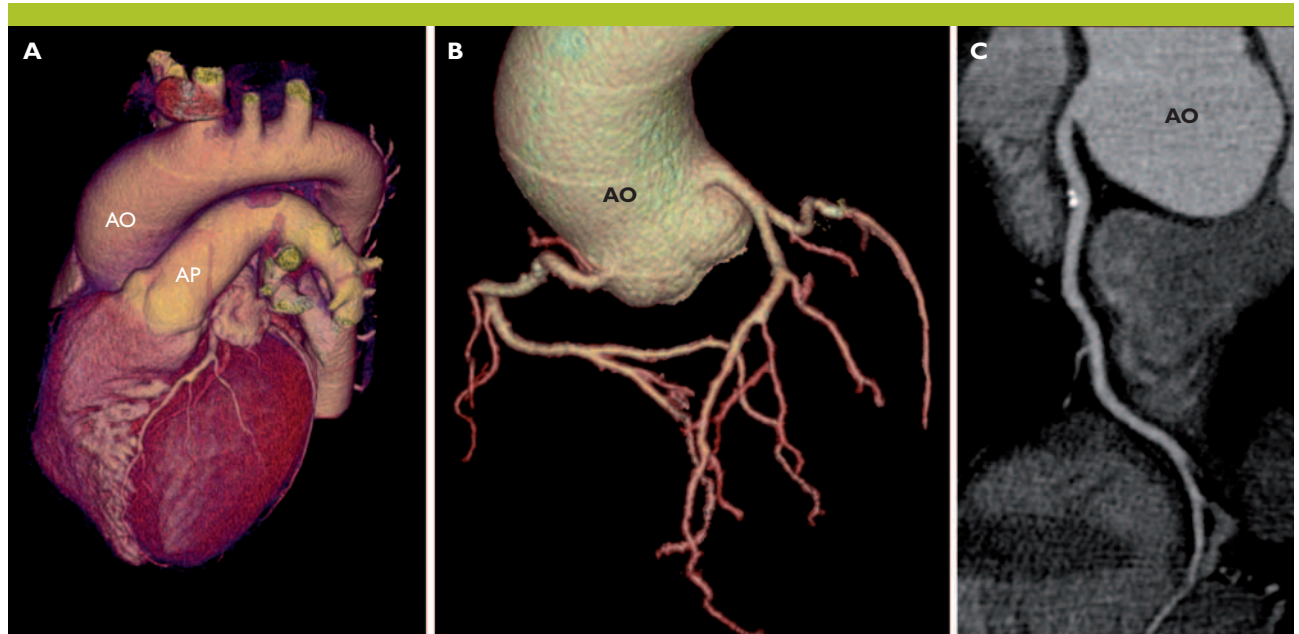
Angio-CT coronaire
